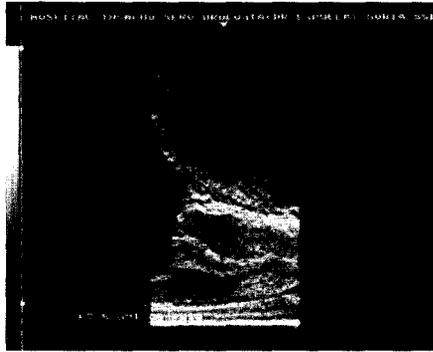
Video cisto-uretrosonografía miccional. Aunque esta exploración es dinámica y por tanto se debe valorar con la imagen en movimiento (video), en esta instantánea representamos el «centrado» de la imagen a nivel de cuello vesical, que aparece como una pequeña «V». Este enfermo, además, tiene un quiste de utrículo perfectamente visible y con imagen típica.*
